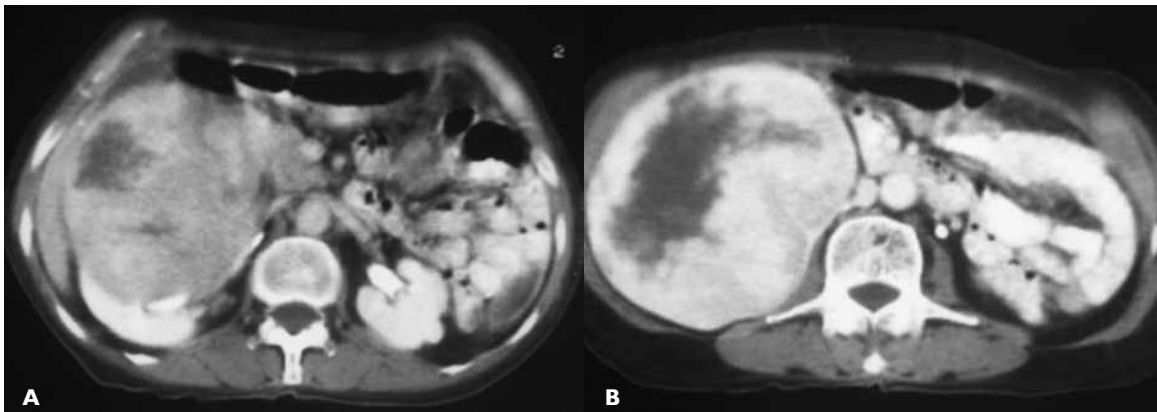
TC con contraste muestra. A. Lesión dependiente del labio anterior del riñón. Obsérvese parte del parénquima renal normal (flechas). B. Aprecie los contornos bien definidos de la lesión y las áreas hipodensas en su interior (cabeza de flecha).
